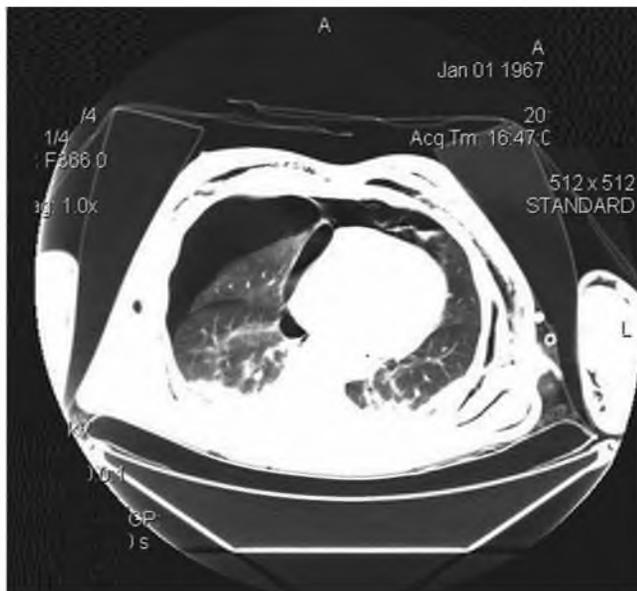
Chest CT, lateral view, made by the admission*
